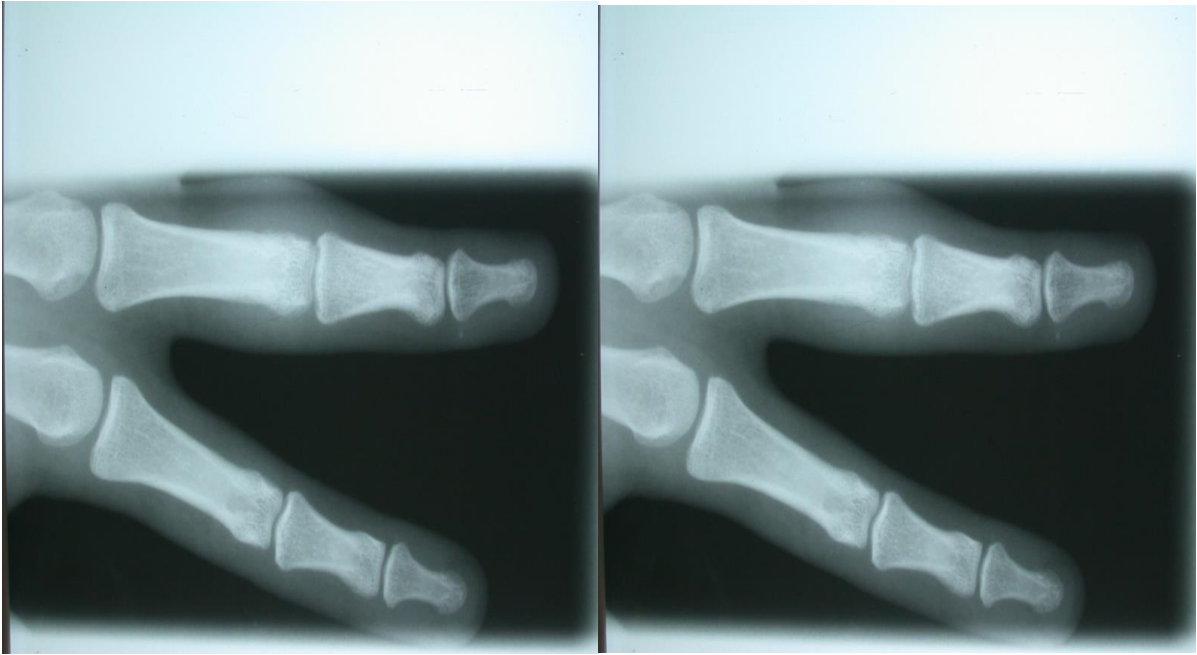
Radiographie de la main droite face montrant une légère ostéo condensation au niveau de P1 du 3ème doigt
